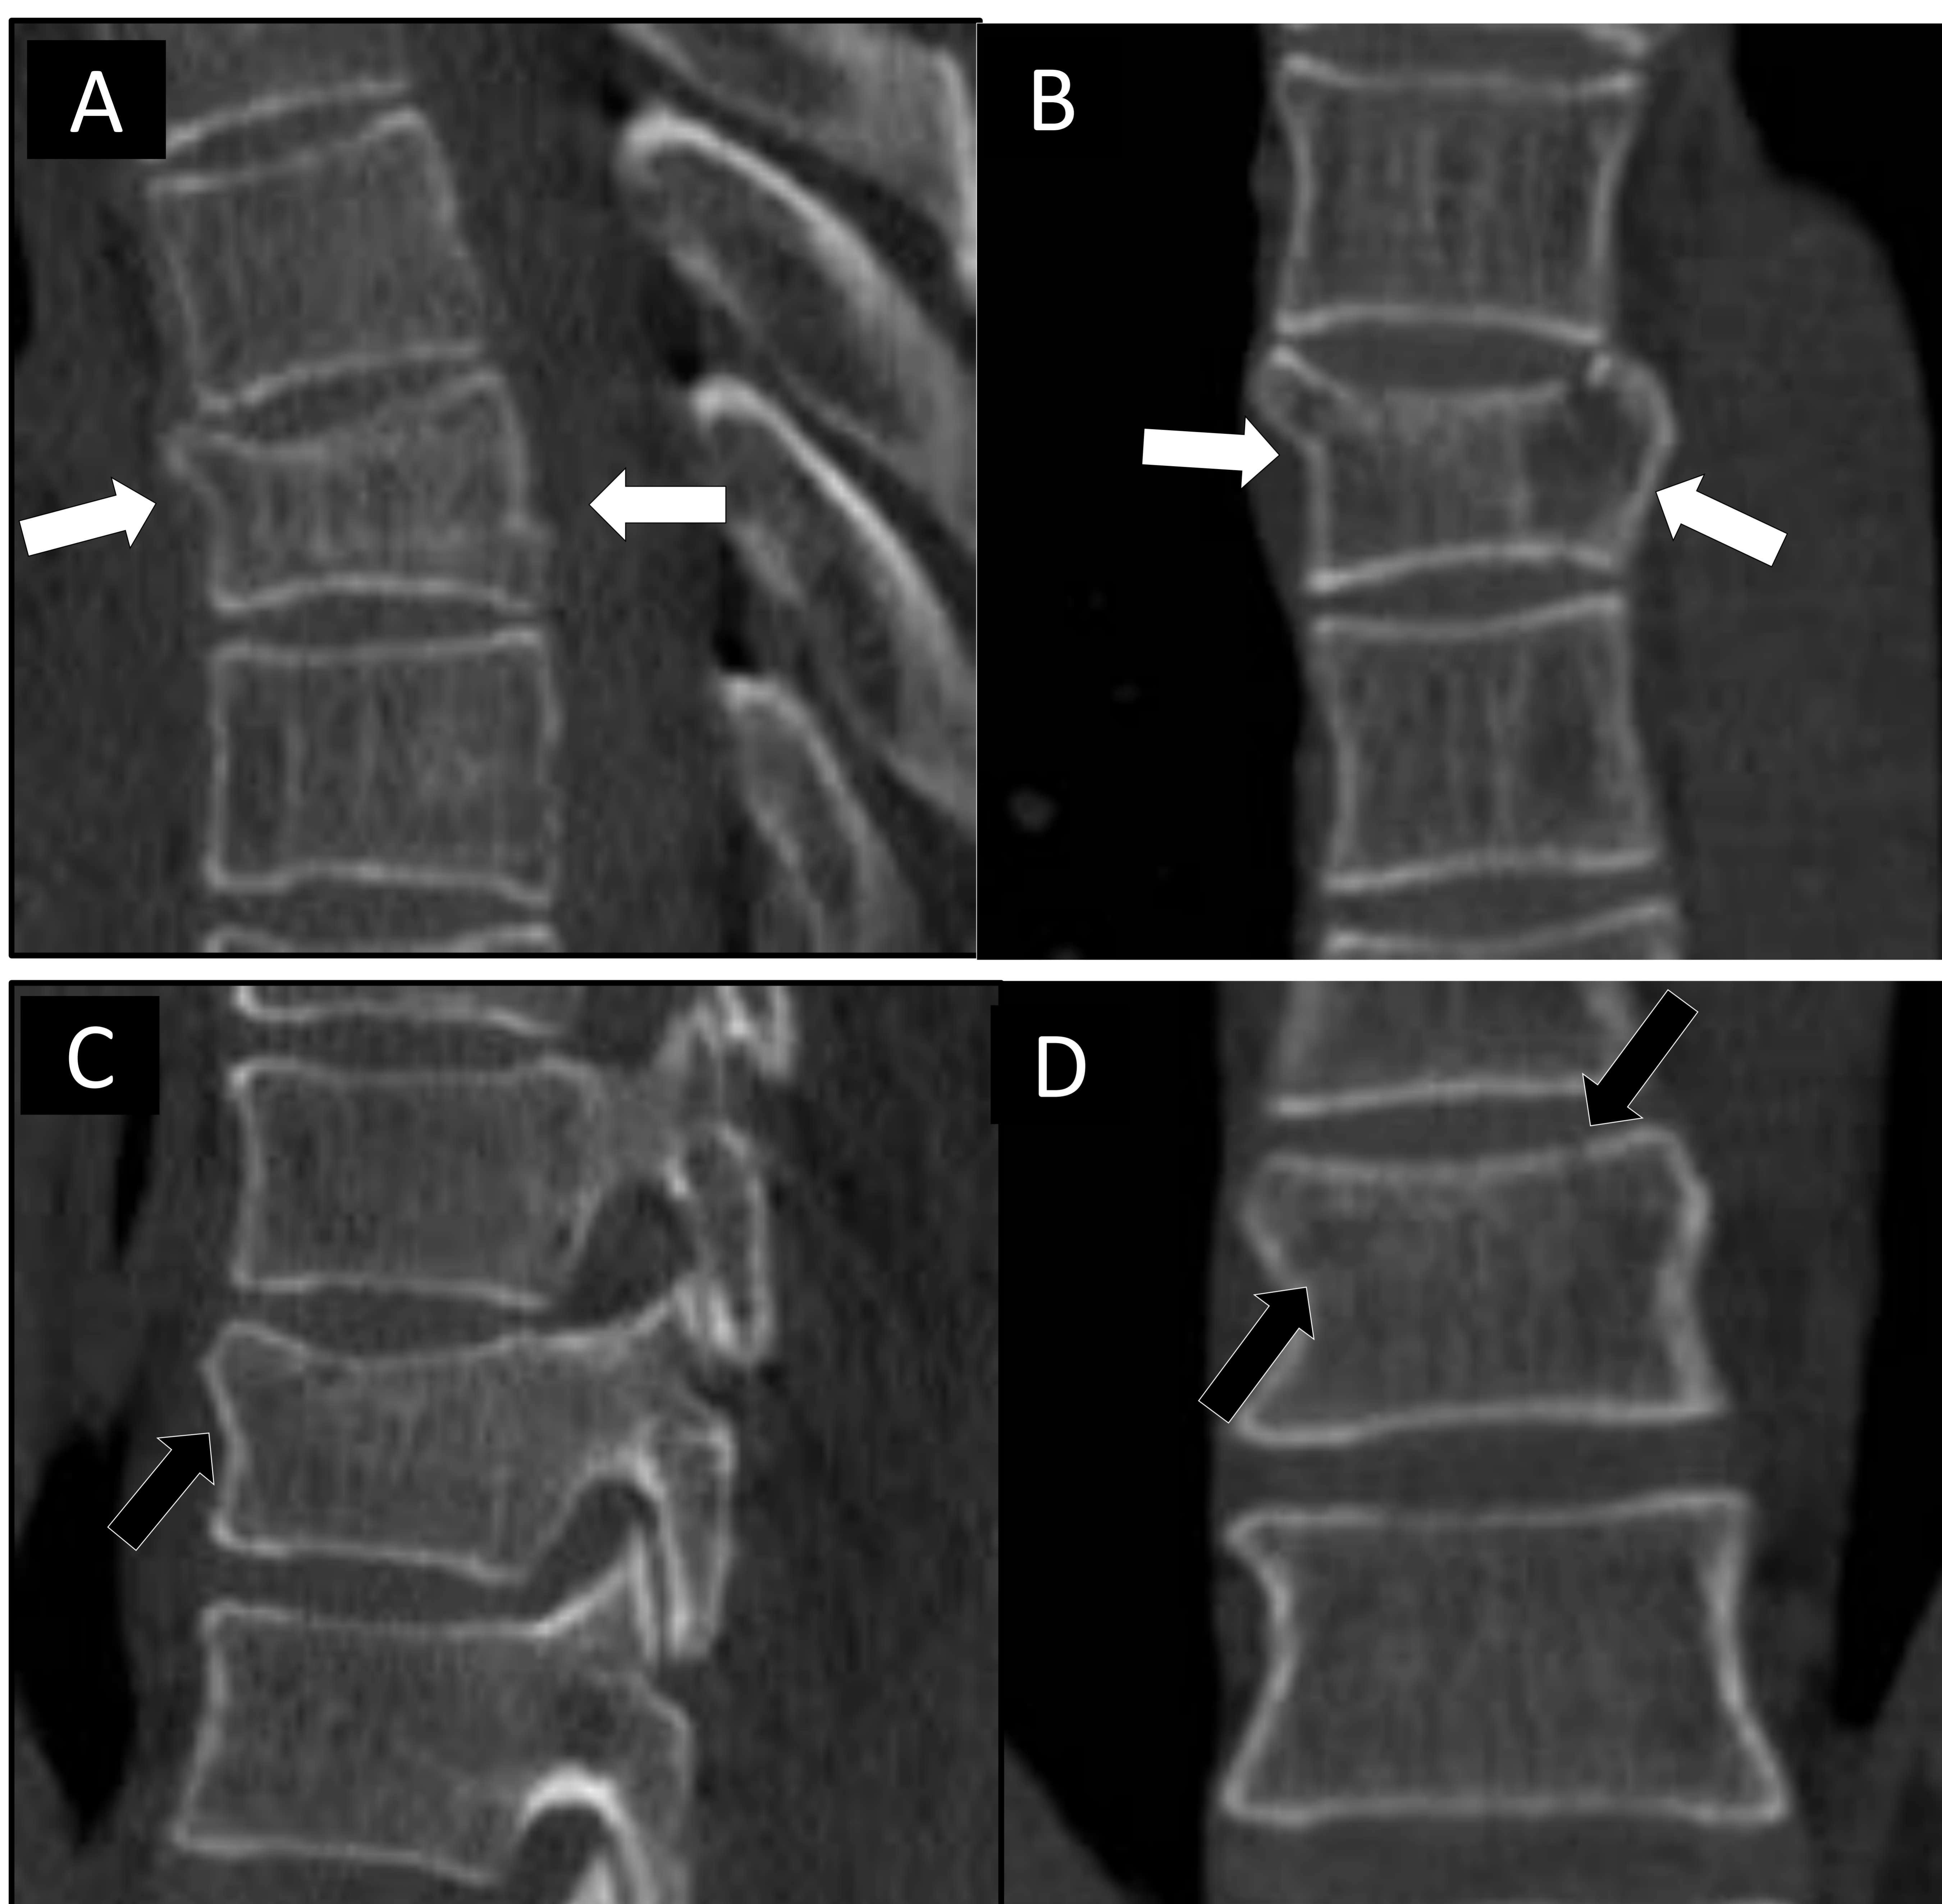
Reconstrucciones sagitales (A y C) y coronales (B y D) de TC. Varón de 4 años. Accidente de tráfico (moto). Presenta dos fracturas de vértebras torácicas por compresión:
